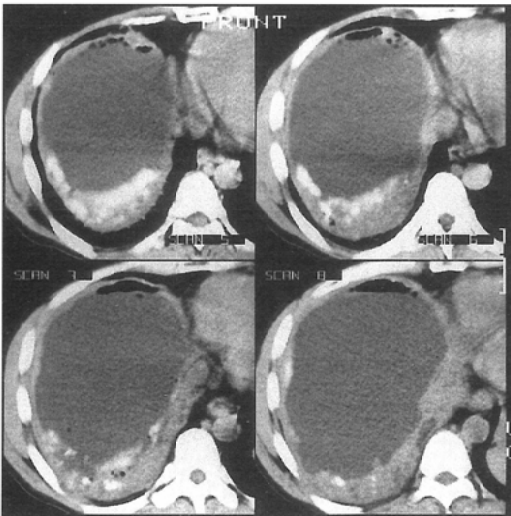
CT scans of progressive alveolar hydatid disease. Large low density area with peripheral calcification.
